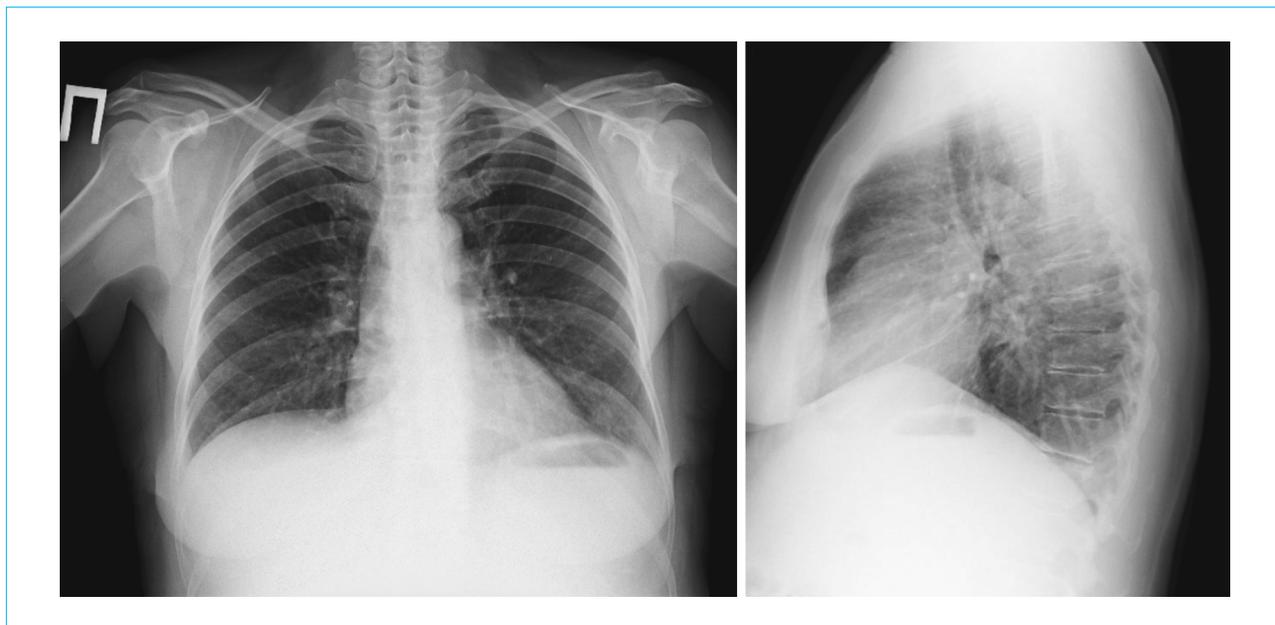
Контрольная рентгенография органов грудной клетки пациентки Г. (передняя и боковая проекции): отмечается положительная динамика — уменьшение количества свободной жидкости в правых отделах легких, также уменьшение выраженности смещения средостения
